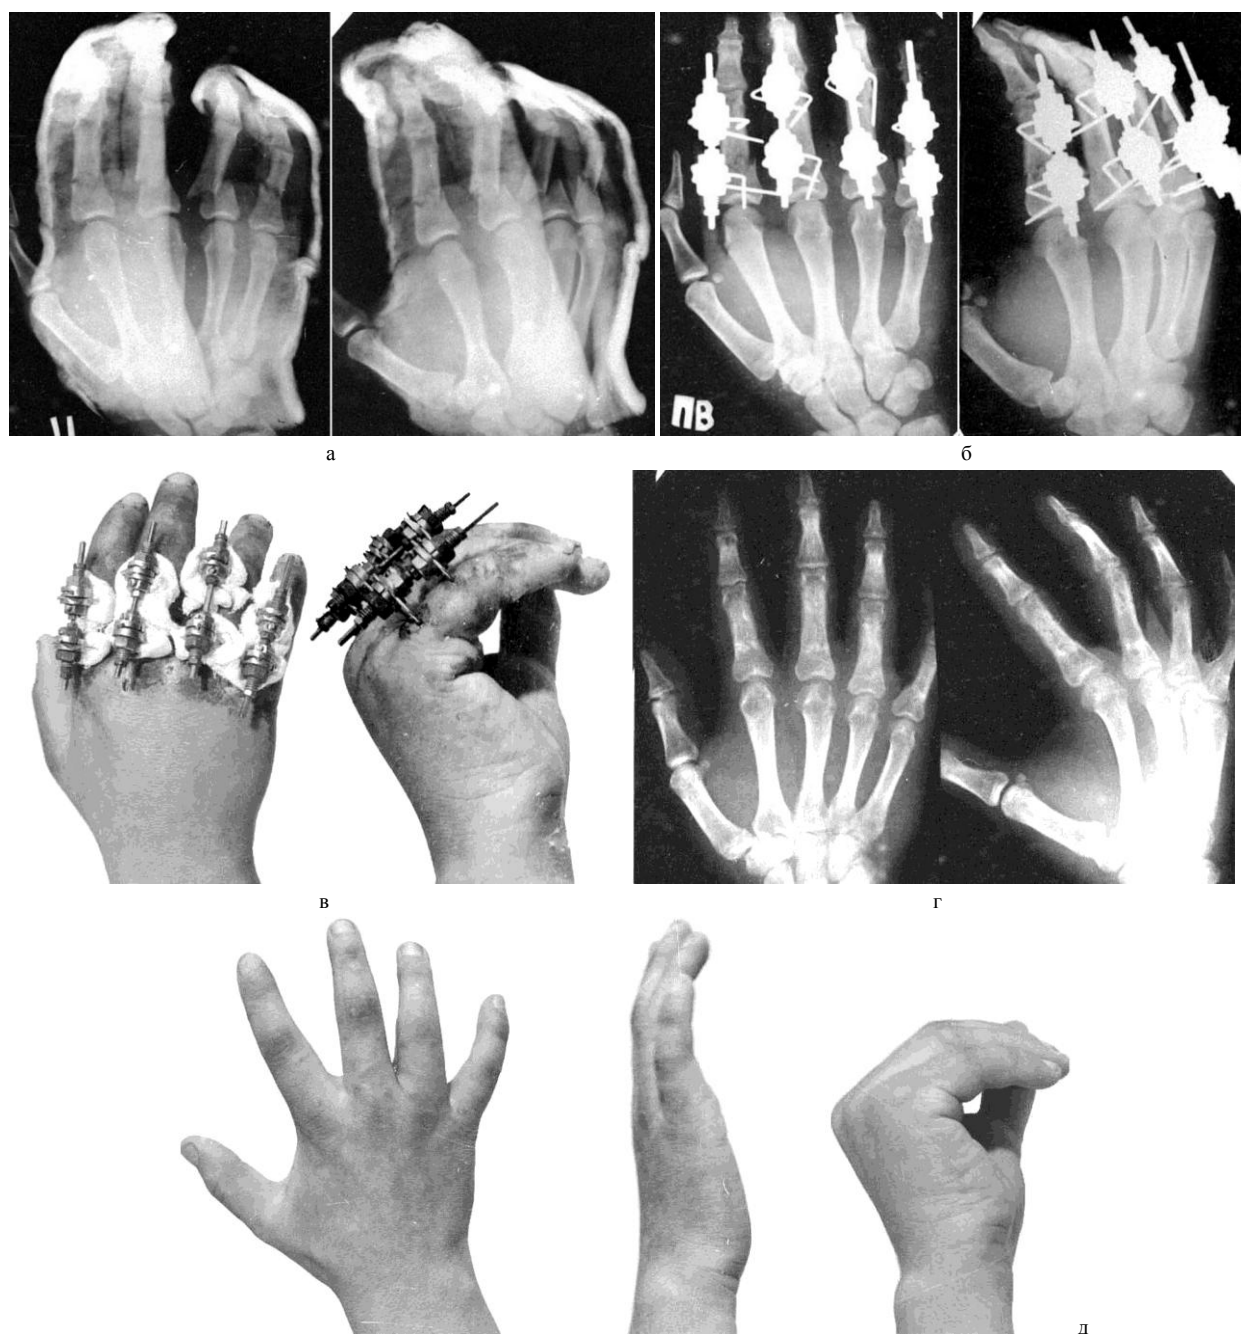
Рентгенограммы и фото больного К., 20 лет: а, б, в – в процессе лечения; г, д – после лечения.
